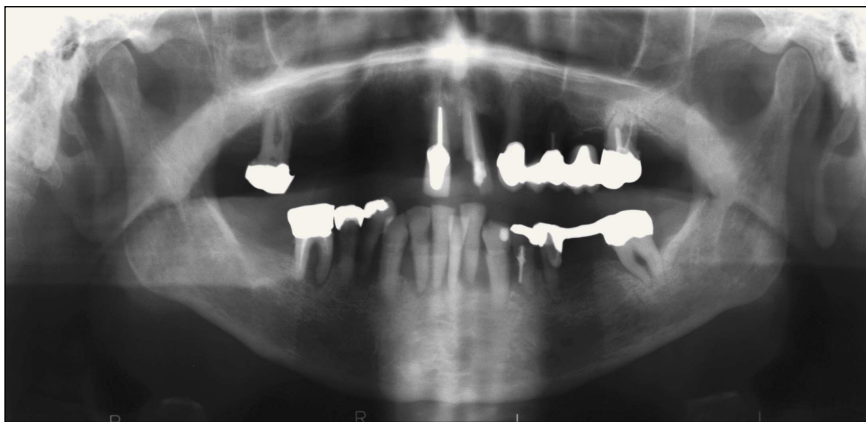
Ortopantomografía de la paciente. Además de la reabsorción ósea horizontal y vertical, se diagnosticó una perforación iatrógena del diente 34.
